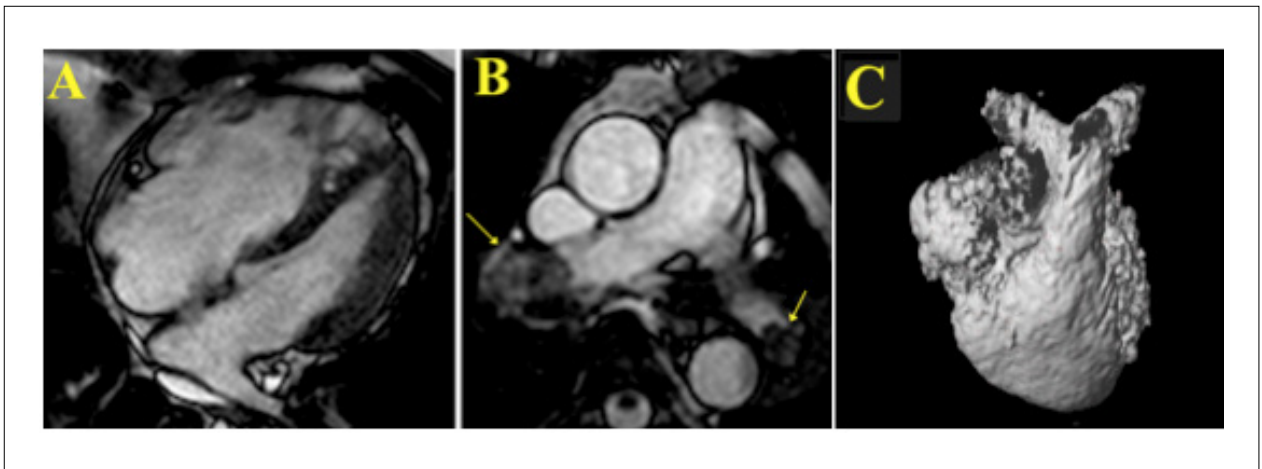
Paciente masculino, con 59 años, cuya cine-RM demuestra aumento de VD asociado la disfunción de esa cámara (A). Esas alteraciones fueron justificadas por el hallazgo de trombos (flechas) en arterias pulmonares izquierda y derecha (B), e interrupción de ambas arterias pulmonares bilateralmente a la angio-RM (C).
